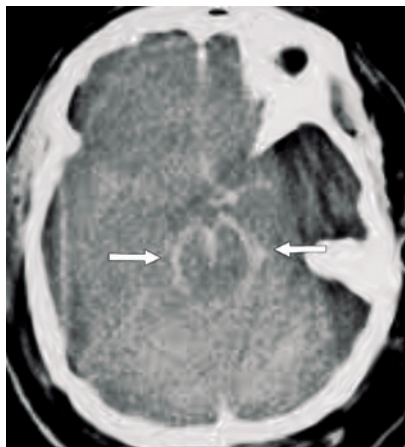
Tomografía de cráneo sin contraste, con edema cerebral difuso y signos de sangrado subaracnoideo (marcados por las flechas).
